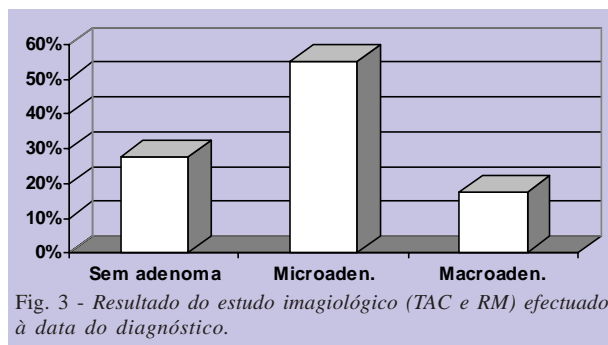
Resultado do estudo imagiológico (TAC e RM) efectuado à data do diagnóstico.
